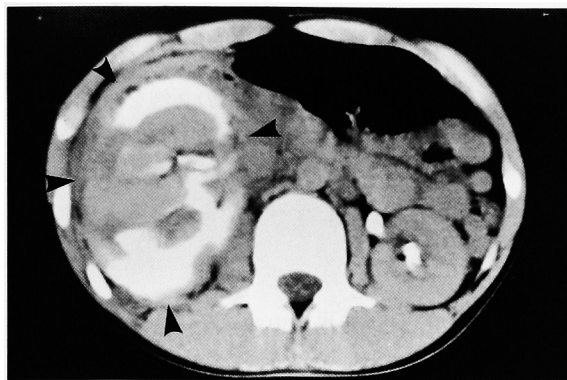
Computed tomography of Case 2 on the next day after accident showing fragmentation of right renal cortex with retroperitoneal hematoma.
